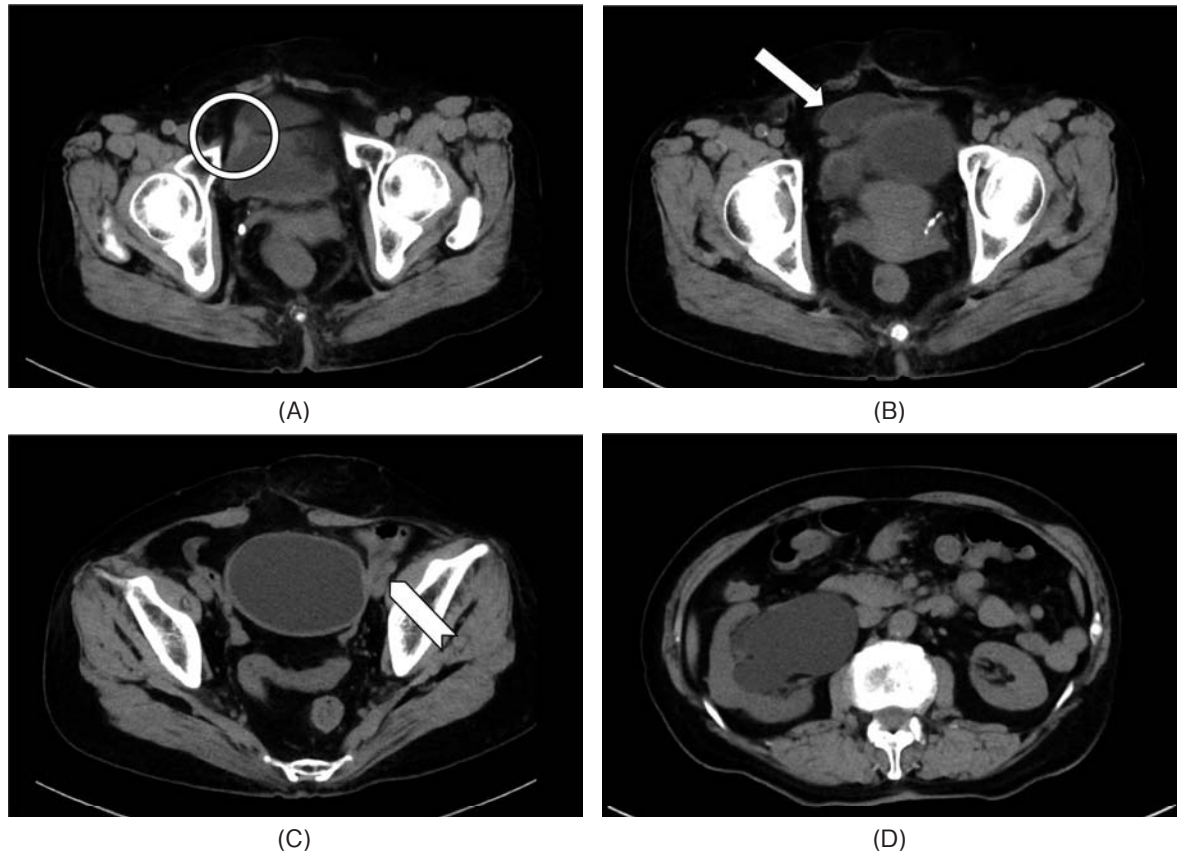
An abdominal CT. (A) The orifice of ileal ureter was located at the right anterior bladder wall (white circle). (B) The ileal ureter lay over the bladder (white arrow). (C) There was a stenosis about 8 cm proximal from the bladder (white arrow head), (D) and right hydronephrosis appeared.
